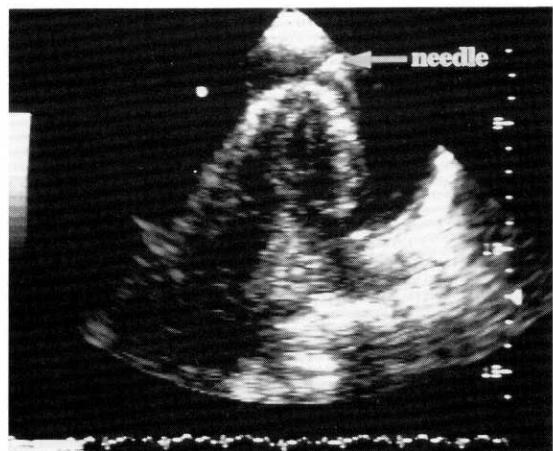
Apical 4-chamber view showing the pericardiocentesis needle within the pericardial sac.
